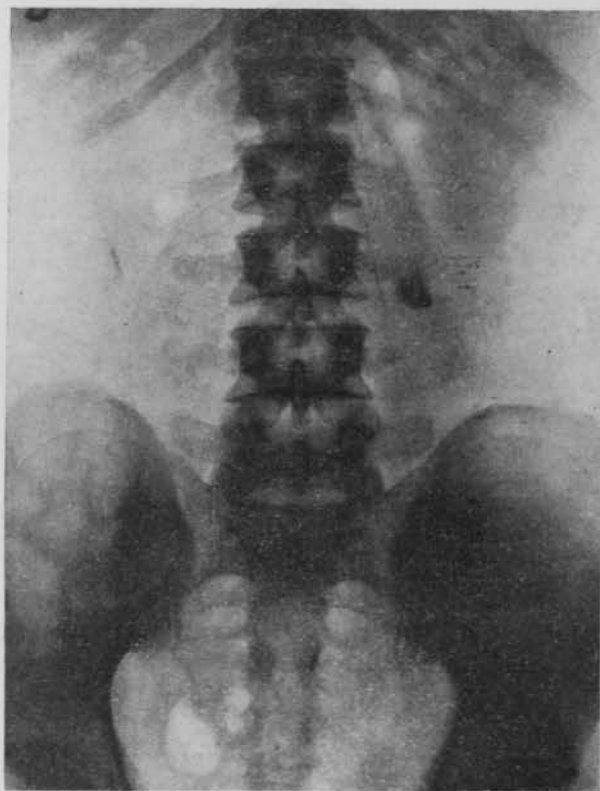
Radiografía lumbopelviana. Osteosclerosis con mayor densidad de las masas apofisarias y pedículos vertebrales.
